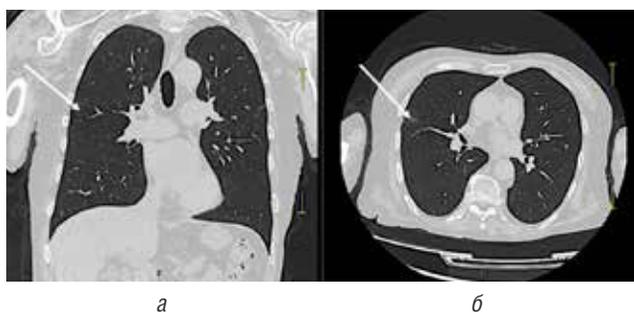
КТ грудной клетки. Коронарная проекция (а) и аксиальная проекция (б), демонстрирующие участки фиброза в верхних долях обоих легких, в т.ч. типа «матового стекла» очень низкой интенсивности
